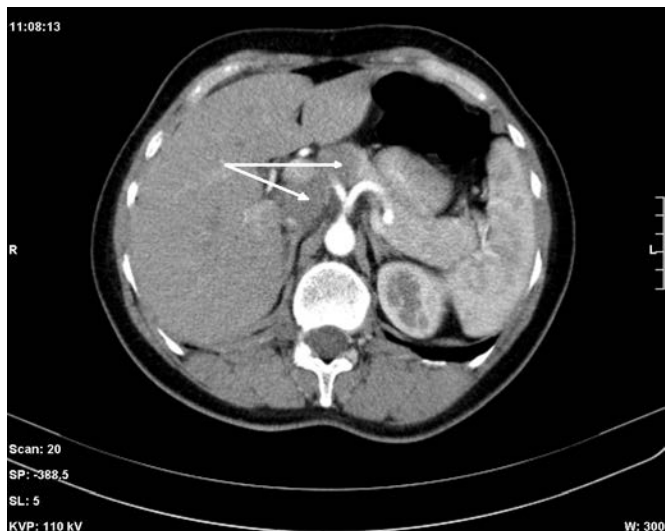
Поражение лимфатических узлов в воротах печени больной М. (компьютерная томограмма)
